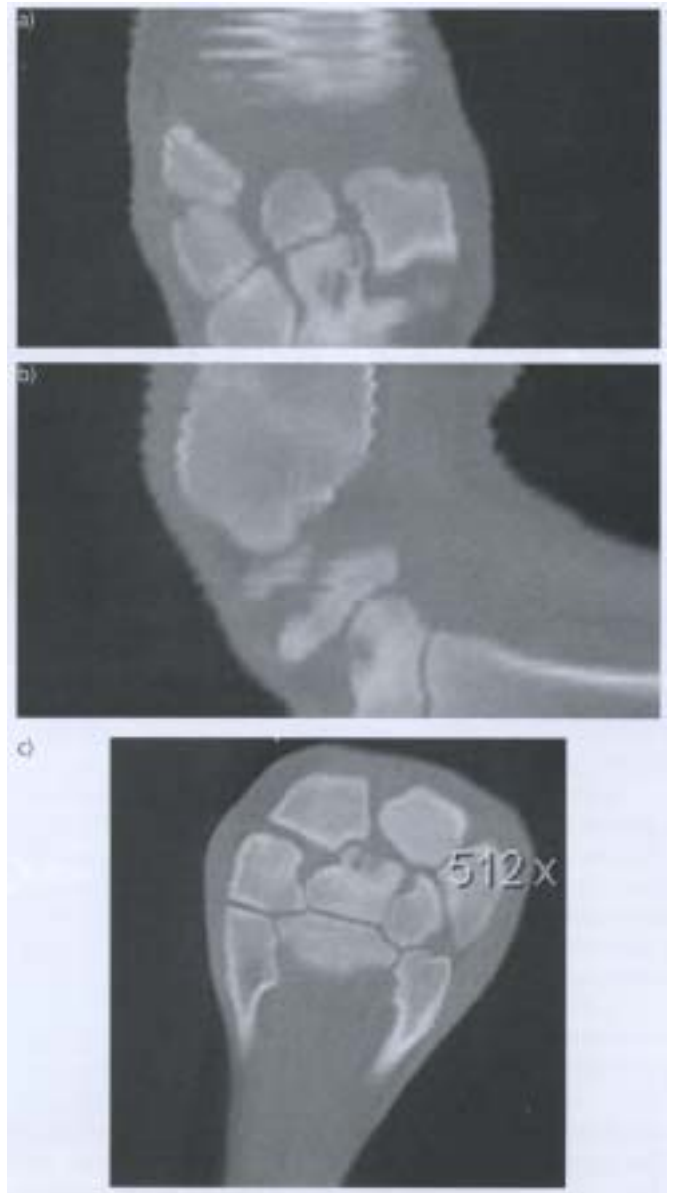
第三手根骨尾側面のSBCのCT画像。X線検査では検出されなかった。屈曲なしの背側面（a）、屈曲位手根骨の矢状面（b）、屈曲位手根骨の背側面（c）に検出される。
